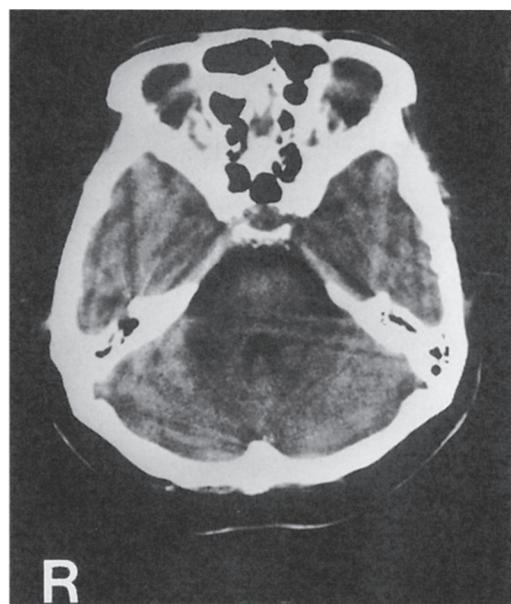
CT scan of posterior cranial fossa
